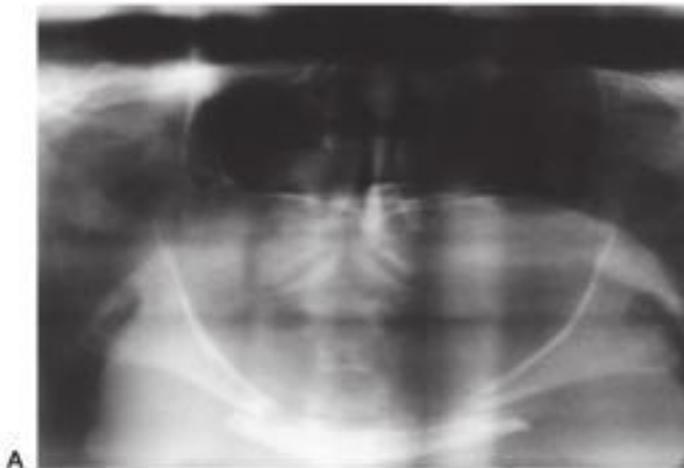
A, Radiografía panorámica que pone de manifiesto las fracturas bilaterales del cuerpo de una mandíbula desdentada atrofica. B, Telerradiografía lateral de cráneo que muestra el desplazamiento inferior del fragmento mandibular anterior como resultado de la tracción del músculo suprahioides.
